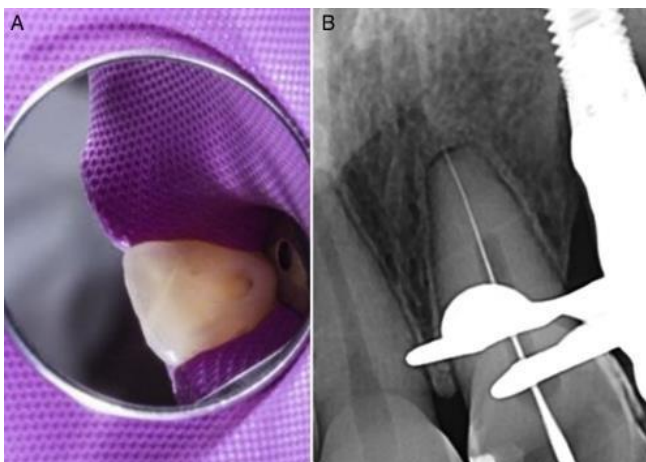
(A) O acesso coronal realizado de forma minimamente invasiva preservando a borda incisal do dente. (B) Radiografia de uma lima tipo K nº 10 alcançando o terço apical do canal radicular com a finalidade de estabelecer o comprimento de trabalho.
